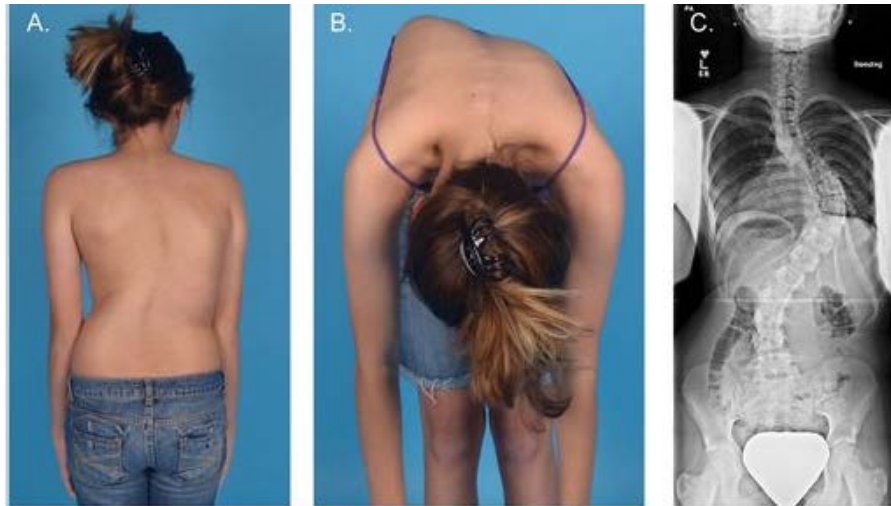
Пацієнтка з ПС та її рентгенівське зображення хребта
